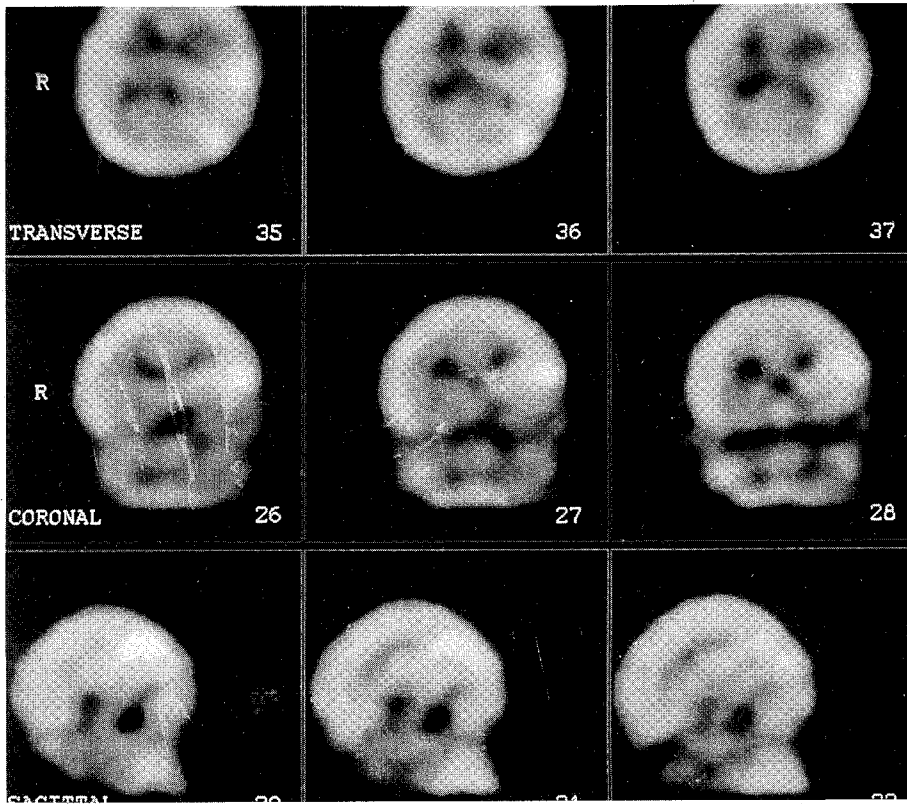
Brain SPECT : decreased cerebral blood flow in left temporal lobe (SPECT obtained 10 days after onset).
